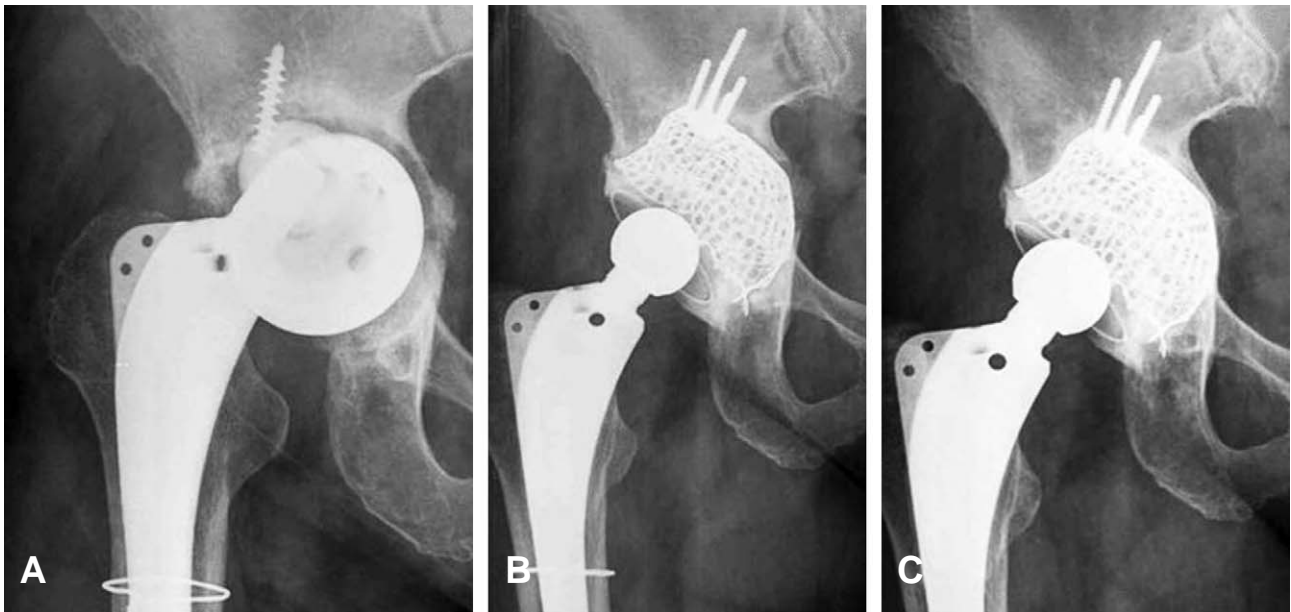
Preoperative (A) and 1 year postoperative (B) radiograph of 55 years-old female hip in which a acetabular reconstruction with impacted morselized allograft and wire mesh in revision total hip arthroplasty because of acetabular loosening. (C) At 3 years, postoperative radiograph showing minimal inclination change(0.41), no loosening, no osteolysis and Harris hip score was 96 points.
